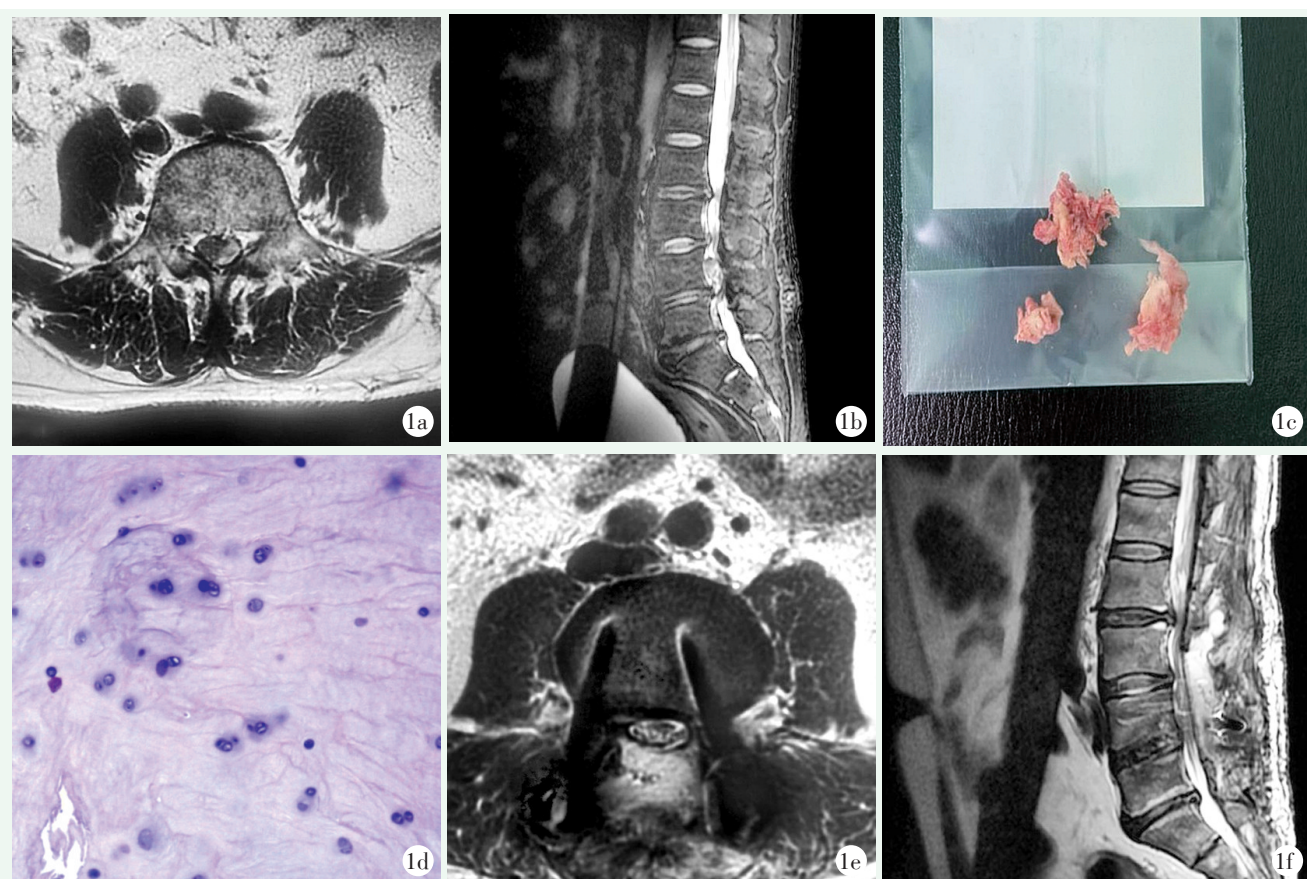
本例患者，男，42岁，硬膜内椎间盘突出 1a: 术前MRI示椎管椭圆形完整，但内部腰椎间盘组织与神经组织边界呈碎片征 1b: 术前MRI示脱出的椎间盘组织周围呈高信号影 1c: 术中取出的髓核组织碎块 1d: 镜下提示：退变的纤维软骨组织 1e: 术后2周MRI示椎管呈椭圆形，神经组织分布均匀 1f: 术后2周MRI示正常椎管
